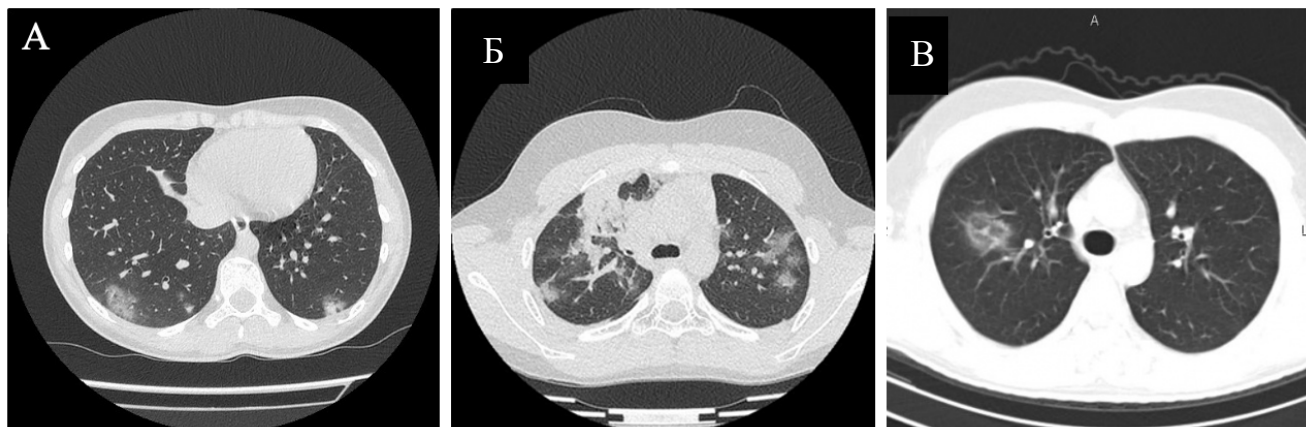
КТ-паттерны поражения легких, ассоциированного с COVID-19
